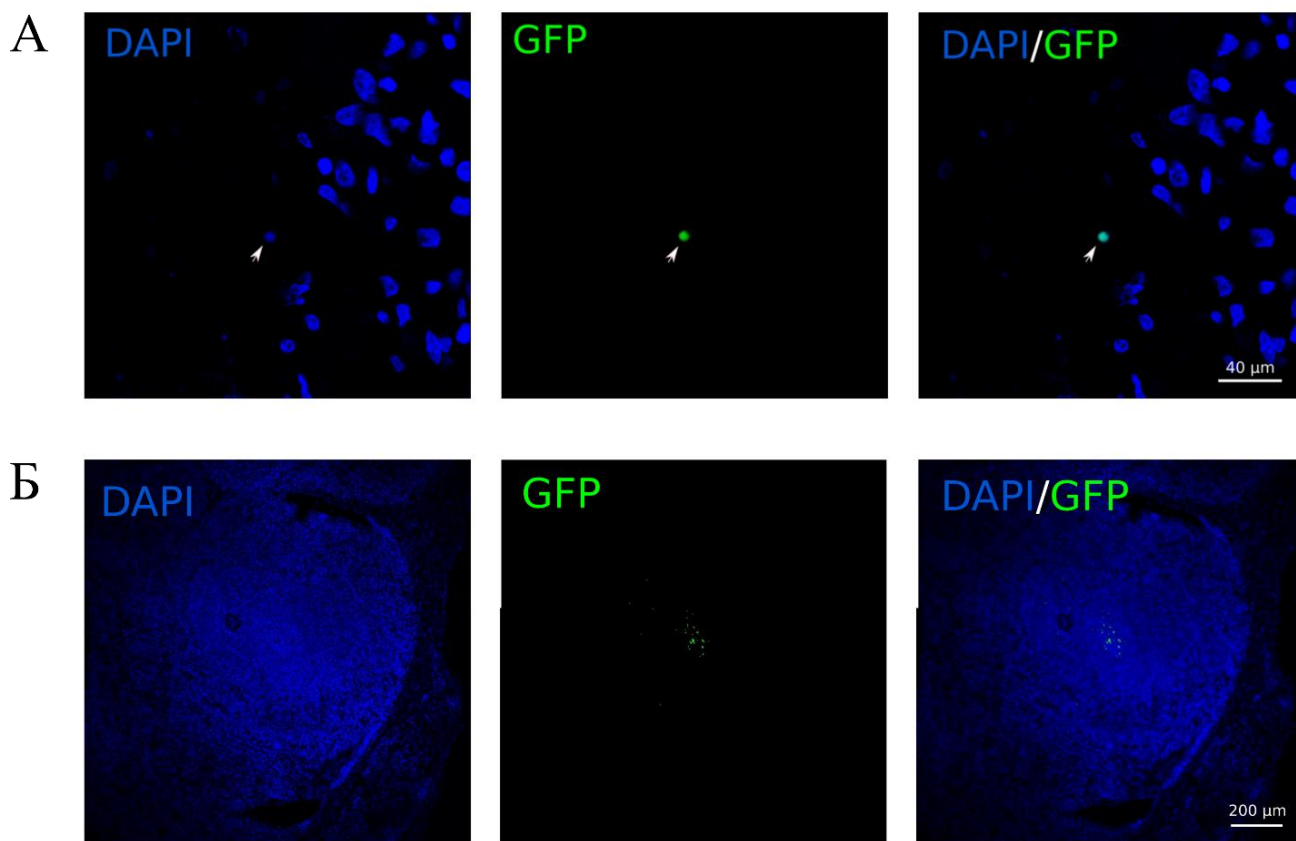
Флуоресцентная микроскопия спинного мозга (А) и селезенки (Б) мини-свиньи через 7 дней после моделирования нейротравмы и последующей аутоинфузии лейкоцитов, обогащенных геном зеленого флуоресцентного белка. В спинном мозге на уровне контузионной травмы и в селезенке представлены GFP-позитивные лейкоциты. Цветовые каналы: зеленый – GFP; синий – DAPI.
